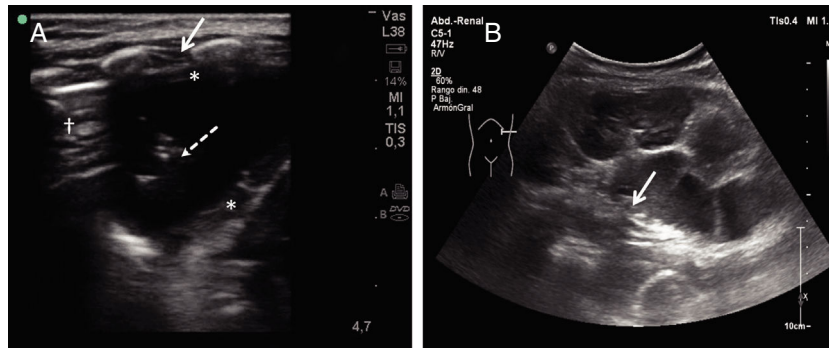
Ecografía en el punto de cuidado. A) Sonda lineal. Plano longitudinal. Línea axilar posterior. Se observa una estructura redondeada hipoeoica con ecos (gas) en su interior (flecha discontinua), con una pared gruesa (*) que la delimita completamente y que se encuentra en íntima proximidad con el pulmón (†). Obsérvese la ausencia de línea pleural en la superficie de la estructura lo cual descarta que se trate de una colección pleural (flecha continua). B) Sonda convex. Plano transversal/oblicuo. Asas intestinales dilatadas en región subdiafragmática izquierda. Las asas intestinales se siguen hasta el tórax por encima del diafragma borrándolo parcialmente (flecha) sugiriendo el diagnóstico de hernia diafragmática.
